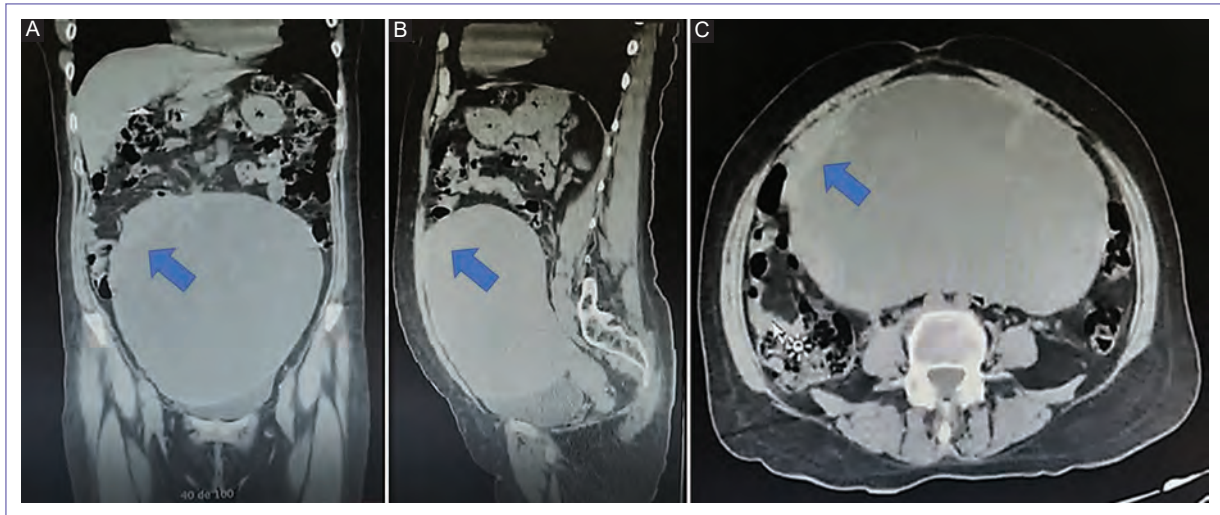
Tomografías de abdomen y pelvis que demuestran lesiones con un componente sólido quístico, que origina distensión abdominal de probable origen del ovario izquierdo. Flecha en azul marcando heterogeneidad. A: corte coronal. B: corte sagital. C: corte transversal.
